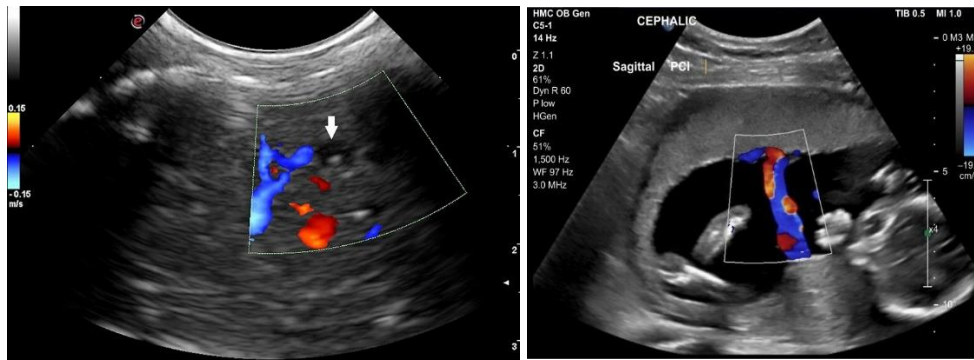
Doppler couleur
